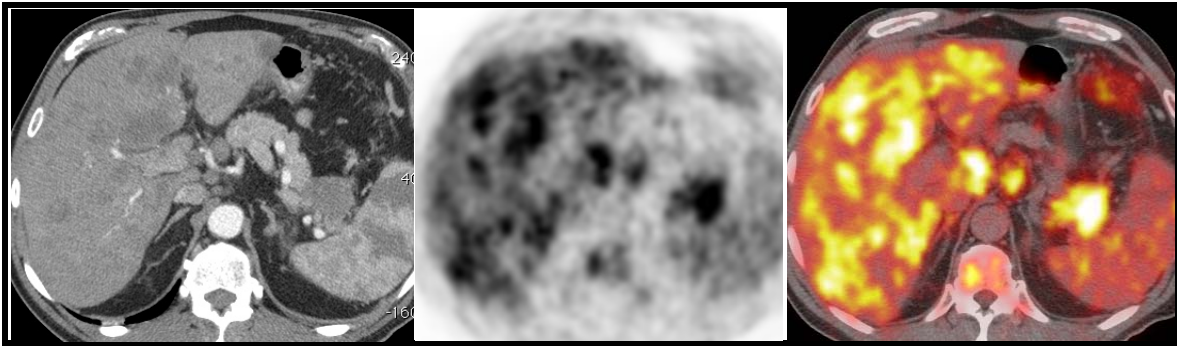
Figura # 26: Imagen PET/CT que muestra una lesión hipodensa lobulada en cola de páncreas que realza discretamente y en forma homogénea tras la admistración de medio de contraste con SUVmax de 11.4. En hígado múltiples lesiones en todos los segmentos que refuerzan de manera heterogénea con el medio de contraste con SUVmax de 11.1. En las regiones epigástricas, peripancreáticas y retroperitoneales existen múltiples adenomegalias con SUVmax de 10.5. En corredera parietocólica derecha se aprecian lesiones nodulares con densidad de tejidos blandos en relación a implantes peritoneales con SUVmax de 7.6. Lesiones en cuerpos vertebrales toracolumbares, huesos iliacos y pubis con 7.7 de SUVmax.
